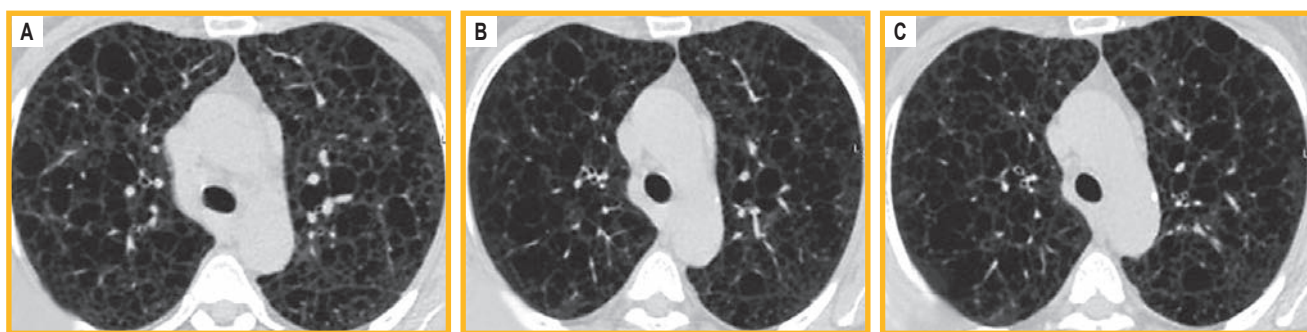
Динамика компьютерной томографии органов грудной клетки: А – от 01.12.22; В – от 19.02.25; С – от 10.02.26
